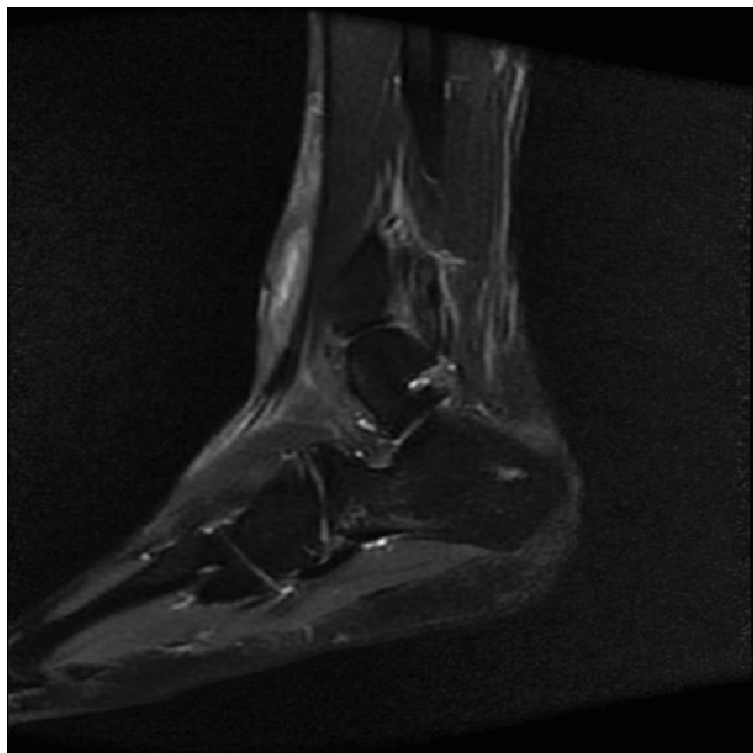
RM Tobillo derecho: tumefacción con áreas de abscesificación en la parte anterolateral del tobillo derecho, localizada en tejido subcutáneo sobre tendones extensores de los dedos.
